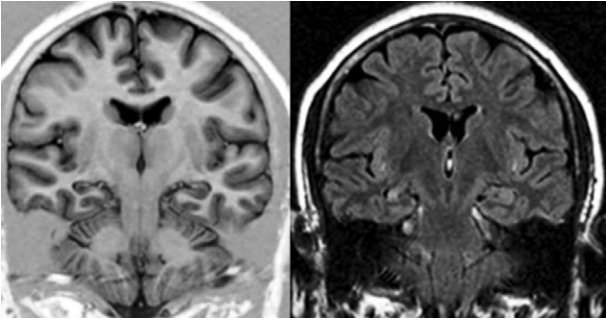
Secuencias de inversión-recuperación (izquierda) y FLAIR (derecha) mostrando una EH derecha.
